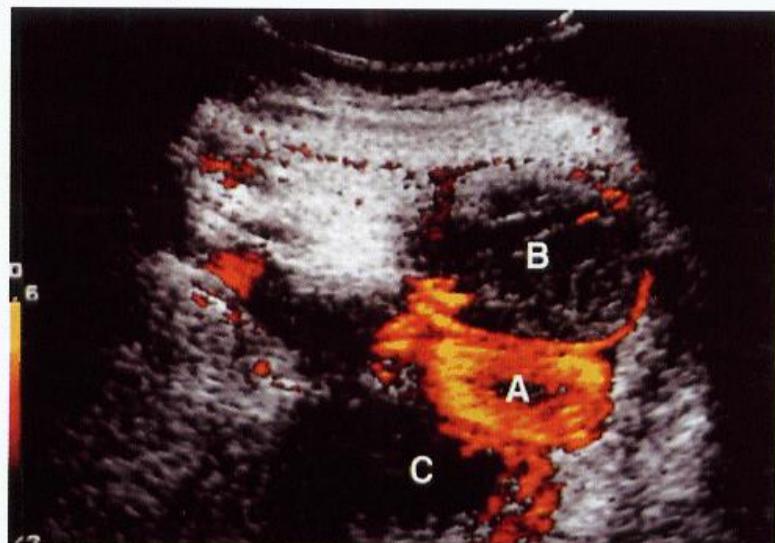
Thiếu máu ruột, khảo sát Doppler cho thấy quai ruột B và C không có tín hiệu dòng chảy trên thành mạch, lưu ý mạc treo dày và tăng âm.[26]
